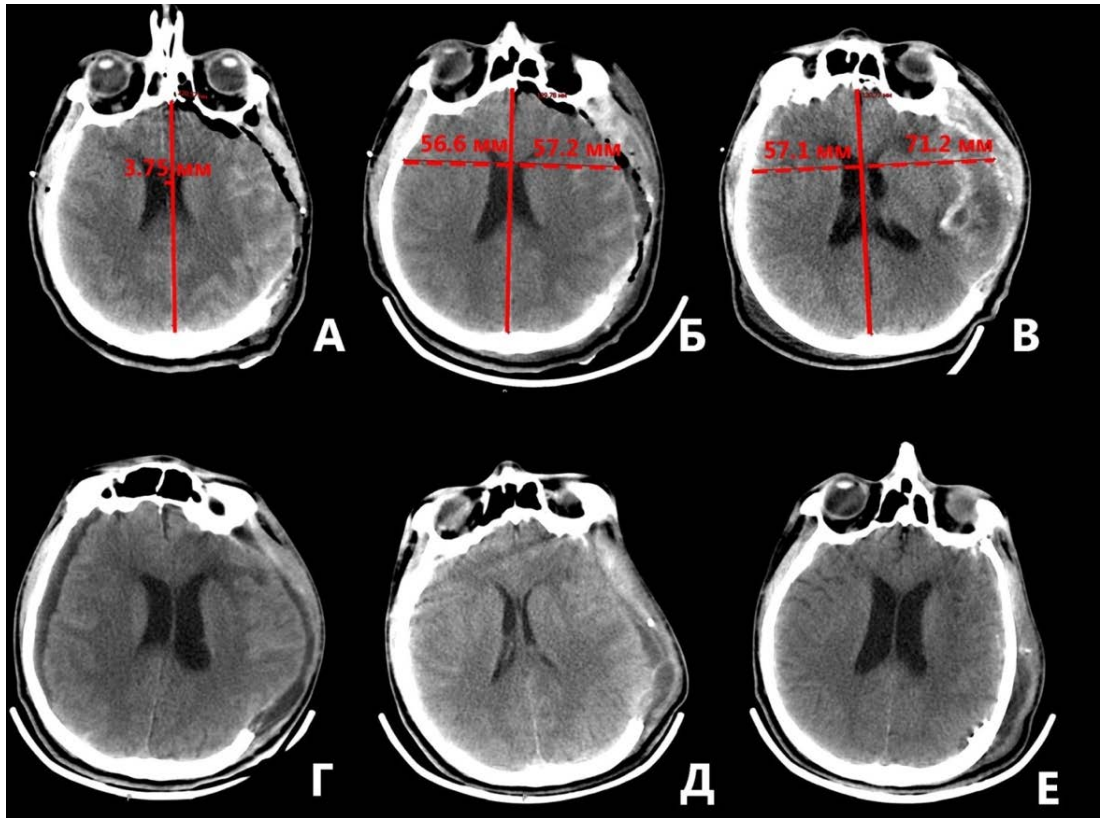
А — КТ головы на 1-е сутки после операции, отмечается уменьшение латеральной дислокации до 3 мм. Б — КТ головы на 3-и сутки после операции выявляется исчезновение дислокации, пролабирование мозгового вещества минимальное (около 1 мм). В — МСКТ на 6-е сутки после САК и операции, определяется выраженный отек и пролабирование левого полушария головного мозга, отсутствие дислокации (эффективная ДТЧ). Г — 22-е сутки после САК, отмечается регресс ВЧГ, уменьшение отека, появление контралатеральной и ипсилатеральной гигром. Д — КТ головы после имплантации наружного люмбального дренажа. Е — Данные КТ головы после краниопластики черепа аутокостьюю на 24-е сутки после операции.
